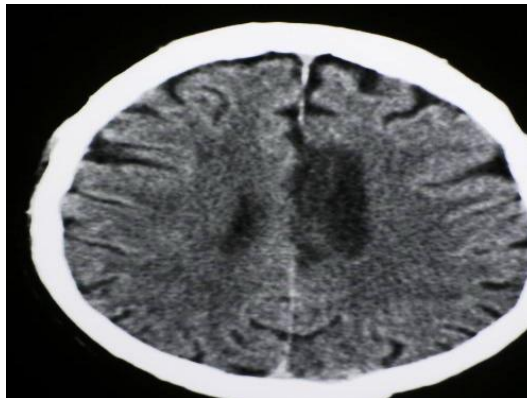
Infarto lacunar o LACI (“*lacunar infarction*”).Resonancia magnética
